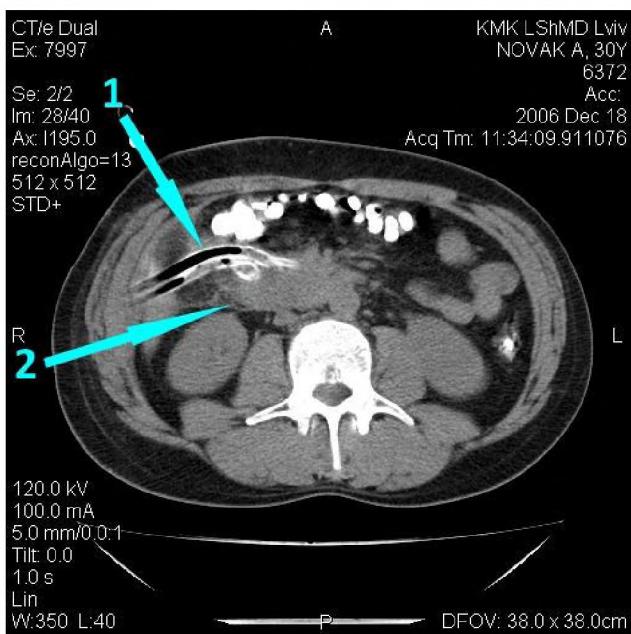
Комп'ютерна томографія: 1 – розташування дренажів під висхідною кишкою (з контрастом) у напрямі до мезентеріальних судин; 2 – дванадцятипала кишка.
